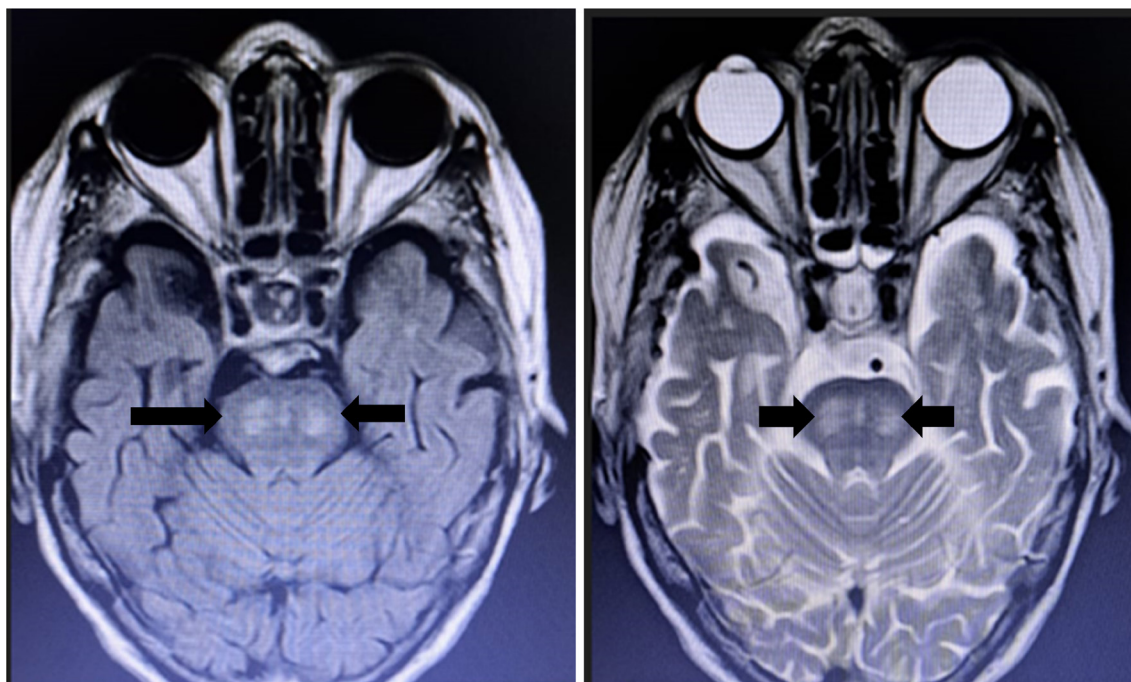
Resonancia magnética cerebral. A: Secuencia T1, B: Secuencia T2: hiperintensidades en tronco encefálico características de síndrome de desmielinización osmótica.
